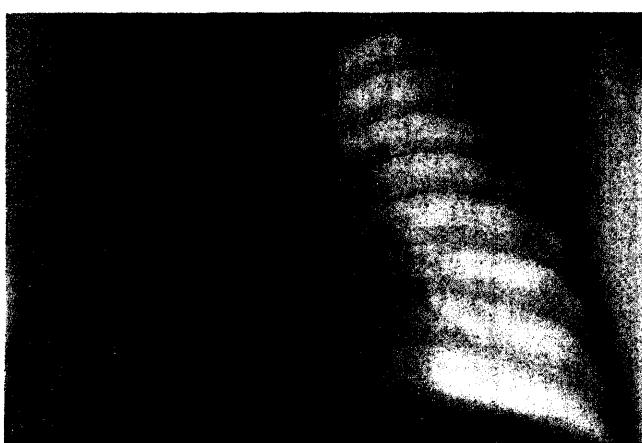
Рентгенограмма легких ребенка Ирины, 7 мес, с двусторонней пневмонией клебсиеллезной этиологии до (а) и на фоне лечения Тиенамом (б).
